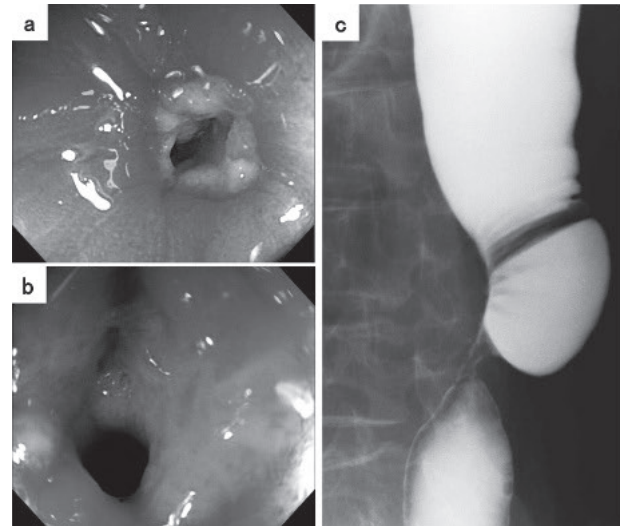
大腸内視鏡および注腸X線造影検査(第12病日)
